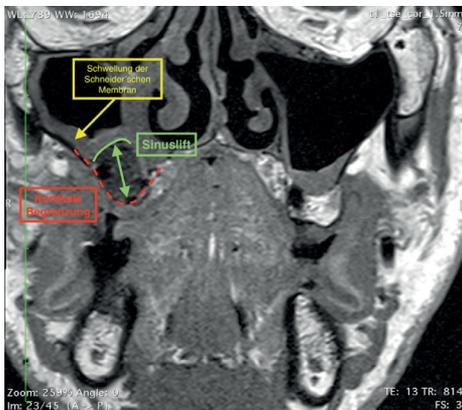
MRT Aufnahme 1 Tag post Sinuslift mit typischer konsekutiver Schwellung der Schneider'schen Membran
